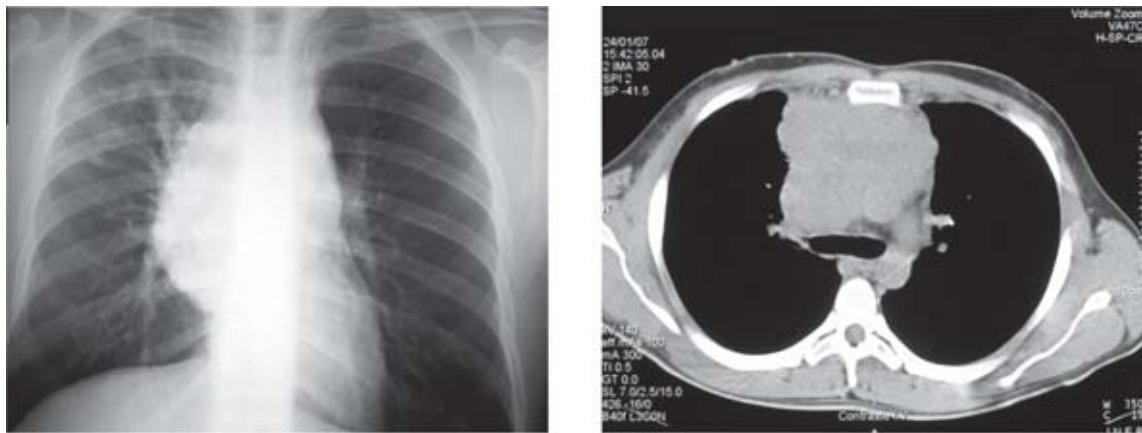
a) Radiografía posteroanterior de tórax; muestra opacidad mediastinal superior derecha, b) Corte de tomografía computada; el tumor se localiza en el mediastino anterior.
